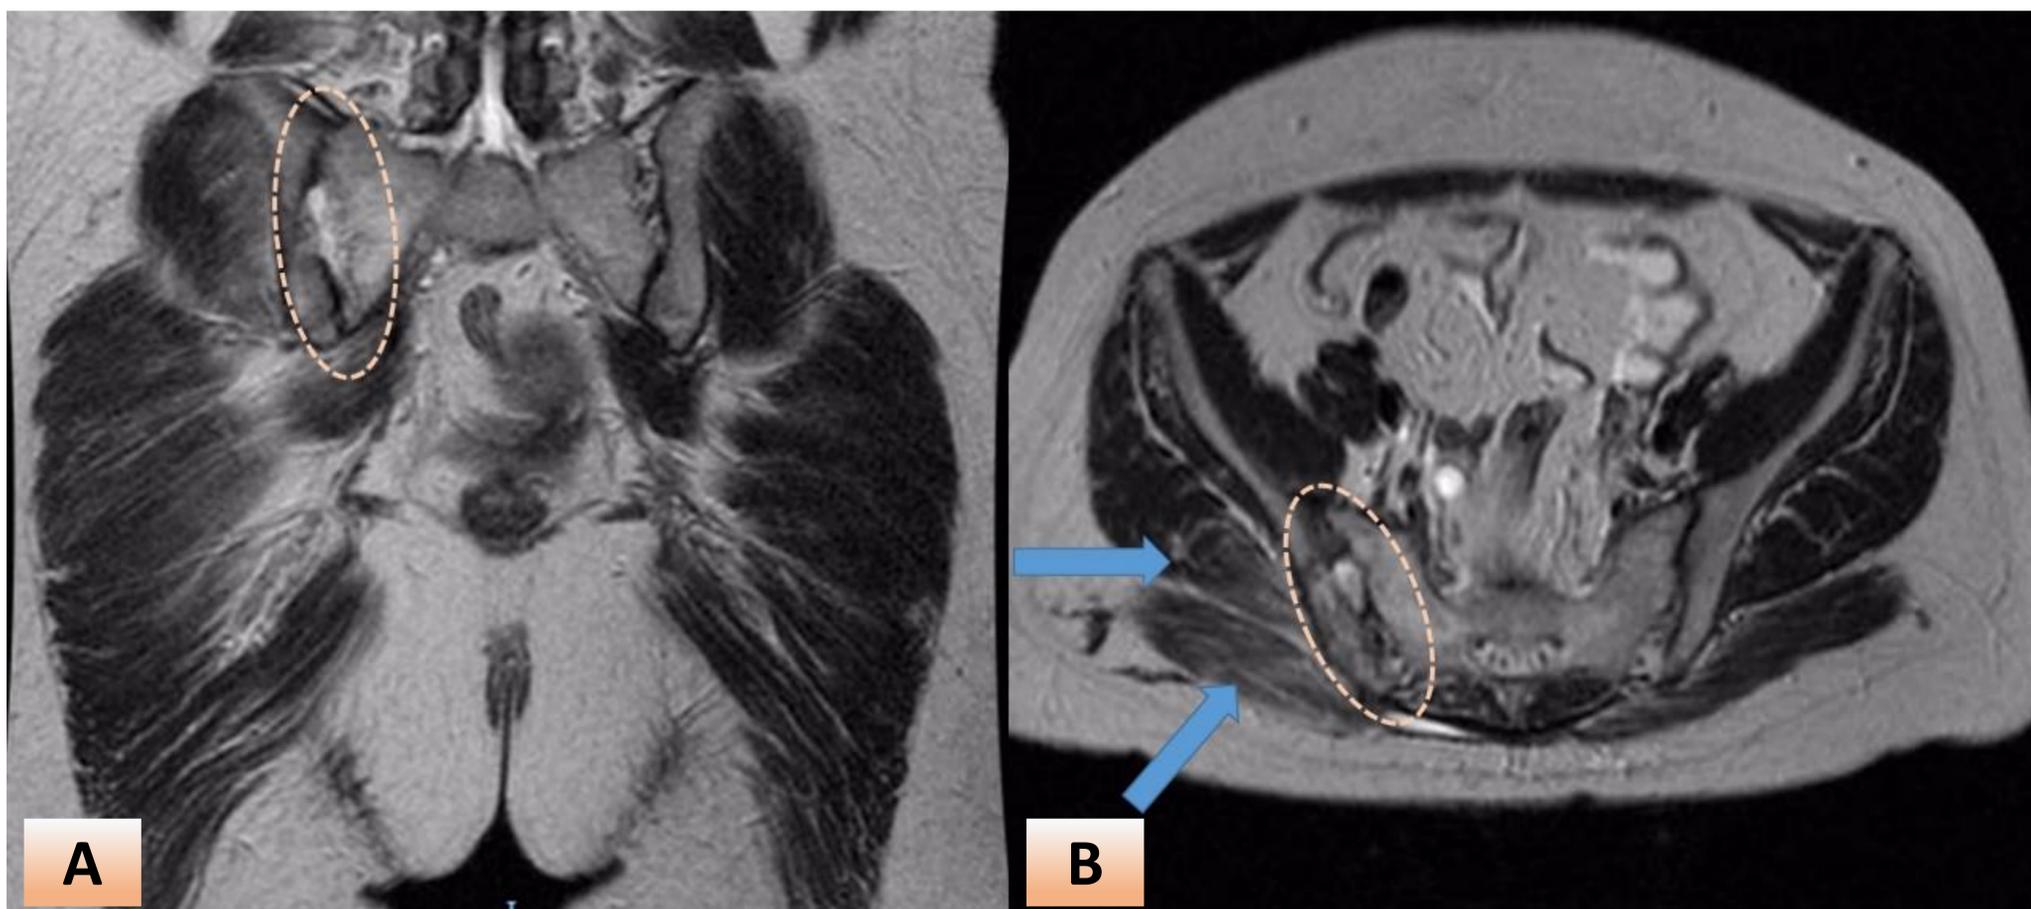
SACROILEITIS TUBERCULOSA: Cortes coronal (A) y axial (B) de RM de pelvis de la paciente anterior, en secuencia ponderada T2. Se reconocen lesiones líticas, en sacabocado, en la cortical de las estructuras óseas confrontadas (línea punteada) de la articulación sacroilíaca derecha. Por éste método es posible comprobar además cambios en la intensidad de señal de los músculos glúteos adyacentes (flechas)
